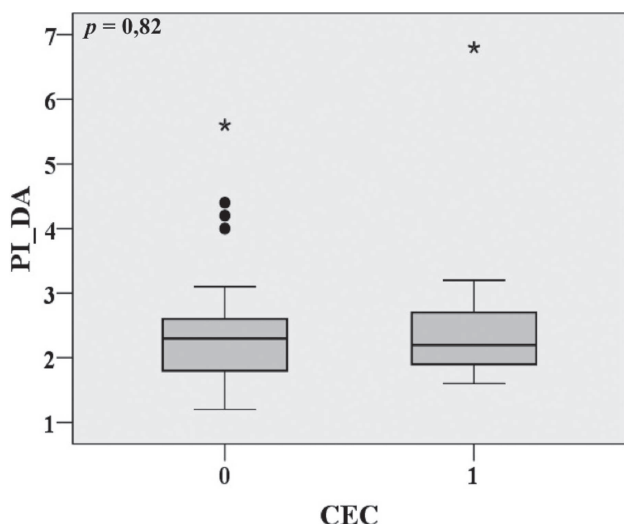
Comparação do PI da DA entre os grupos RM sem CEC (0) e o grupo RM com CEC (1). PI_DA: índice pulsátil da DA; CEC: circulação extracorpórea; RM: revascularização do miocárdio
